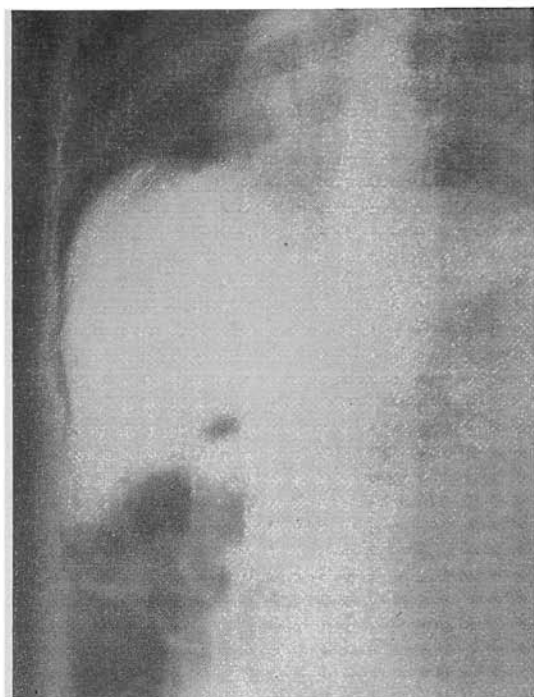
Úlcera duodenal perfurada. Pneumoperitônio. Radiografia tirada com o paciente em decúbito lateral esquerdo e o filme colocado paralelamente ao plano frontal. O ar se coleta entre o diafragma e o contorno direito do fígado; note-se também algumas alças distendidas, com numerosos níveis líquidos, com características de alças jejunais, e opacificação da porção lateral esquerda do abdome (correspondente, portanto, ao decúbito), em consequência da presença de líquido intraperitoneal.
